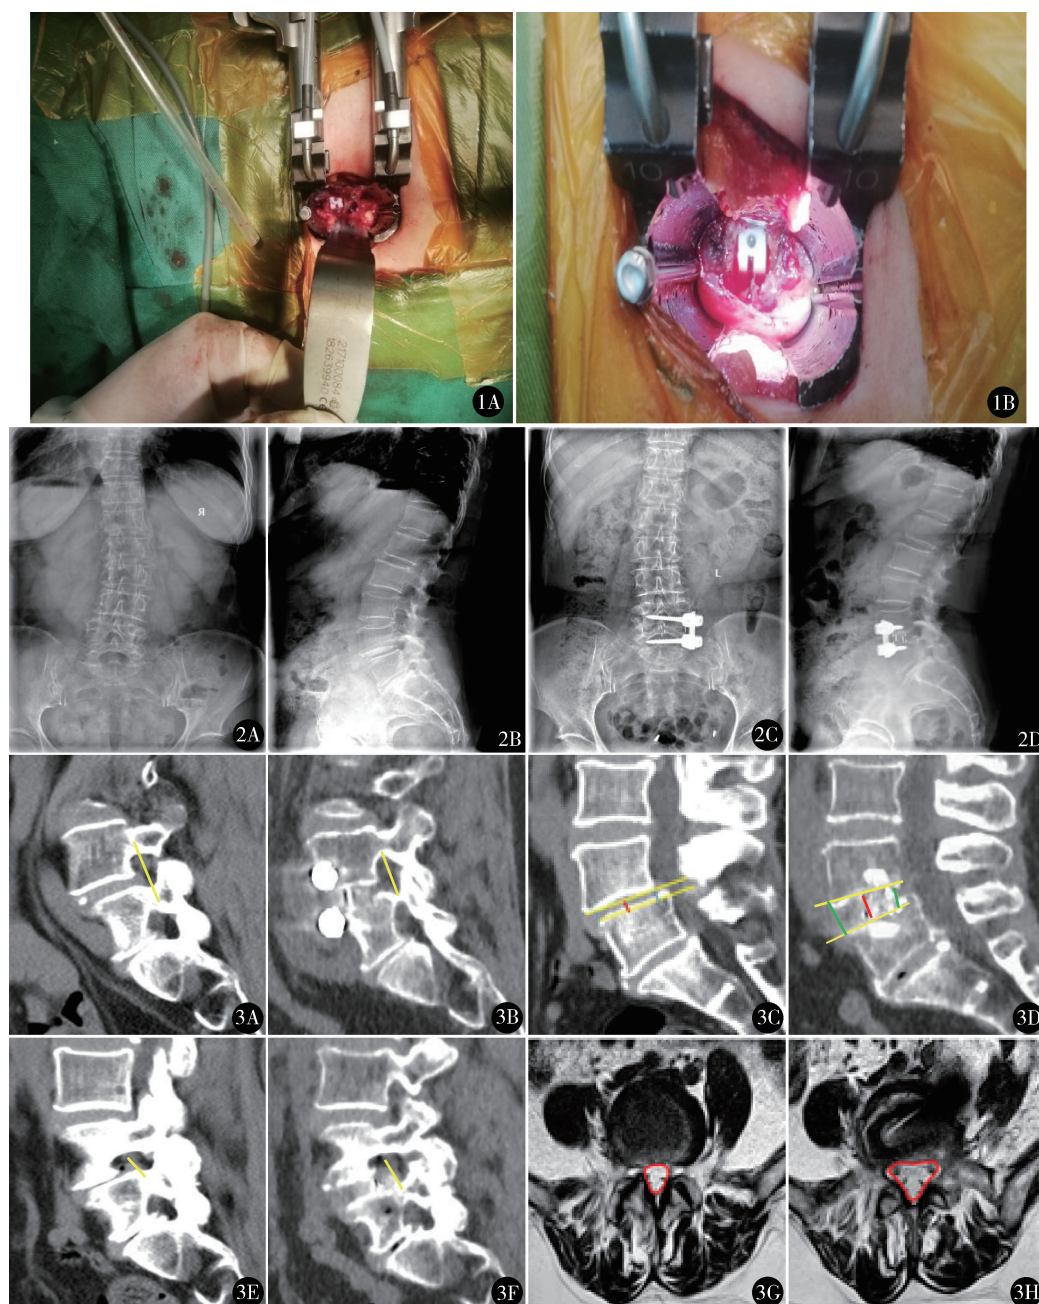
A. OLIF 逐级递增套入扩张, 建立并固定合适尺寸的手术通道; B. 手术节段上下椎体侧方置入椎体螺钉, 撑开并显露椎体、椎间盘 图2 A, B. 手术前腰椎正侧位片示 $L_{4/5}$ 椎间隙狭窄, 双侧椎间孔高度降低; C, D. 术后末次随访腰椎 X 线片示内固定在位良好, 术后 DH 及双侧椎间孔高度较术前明显增加 图3 通过 PACS 系统测量 LFH、DH、RFH 及 CSA。选择 CT 矢状位椎间孔平面, 选定左侧及右侧椎间孔上下缘连线的长度分别为 LFH 和 RFH; 近端椎体正中平面下终板前缘及后缘至下位椎体上终板前缘和后缘距离和的均值为 DH; 选择水平面 MR T2 信号, 选择通过椎间盘中央的一个层面, 人工画出椎管的范围 (包含硬膜外脂肪), 可自动获得 CSA。A, B. 通过 CT 测量术前 (A)、术后末次随访时 (B) LFH; C, D. 通过 CT 测量术前 (C)、术后末次随访 (D) 近端椎体前缘及后缘至下终板的距离 (蓝色垂直线), DH (红线垂直线) 为其均值; E, F. 通过 CT 测量术前 (E)、术后末次随访 (F) RFH; G, H. 通过 MRI 测量术前 (G)、末次随访 (H) CSA (红线区域内面积)
